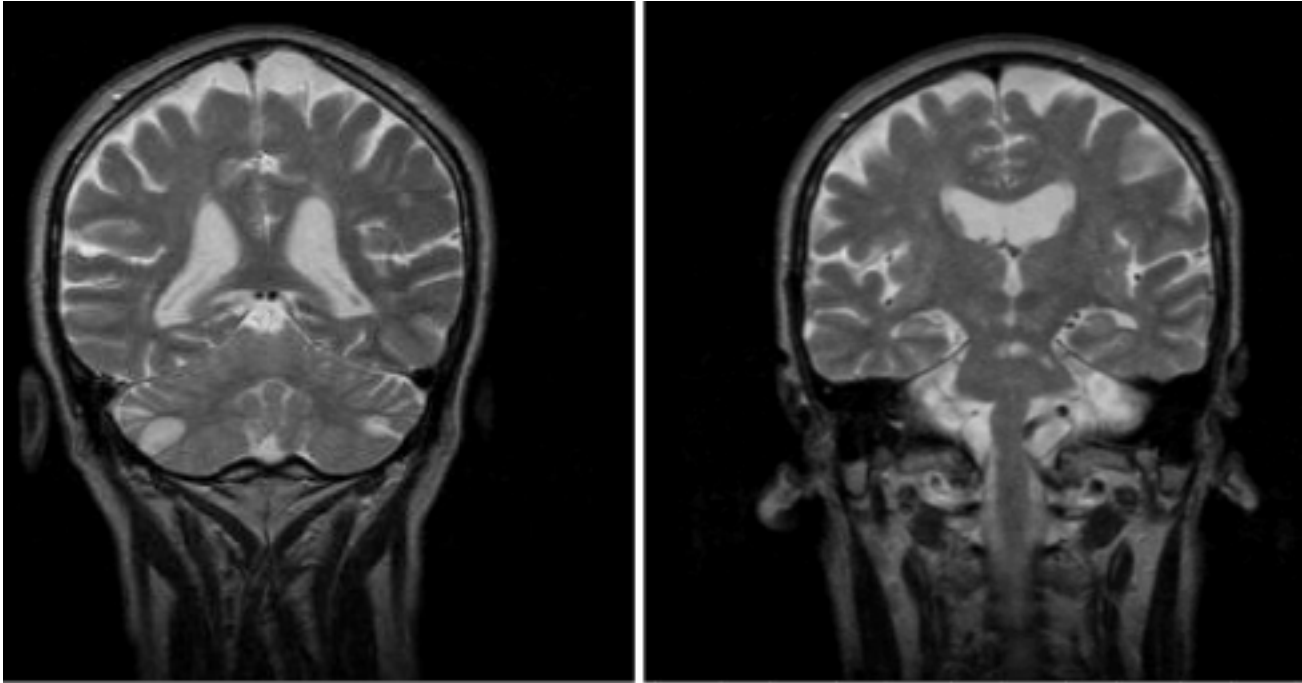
RMN, cortes coronales en T2, se observan imágenes hiperintensas en tronco y hemisferios cerebelosos, compatibles con infartos.
